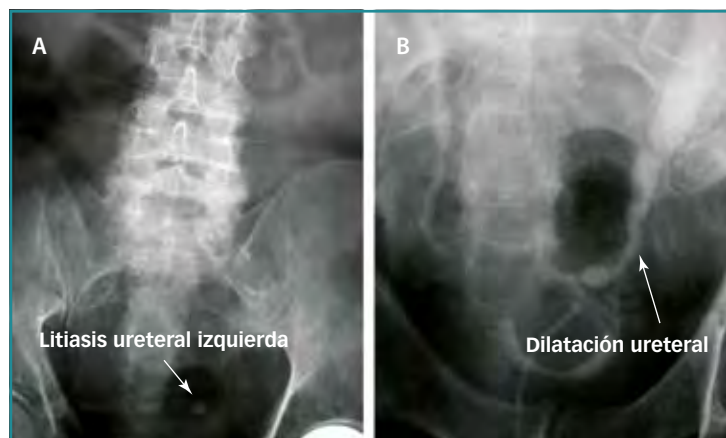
A) Litiasis ureteral. B) UIV de uropatía obstructiva izquierda en radiografía simple de abdomen.
